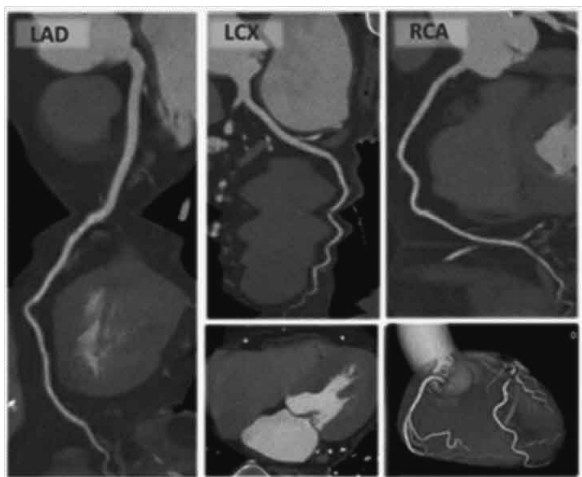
AF症例のSSF2.0を使用した冠動脈CT
